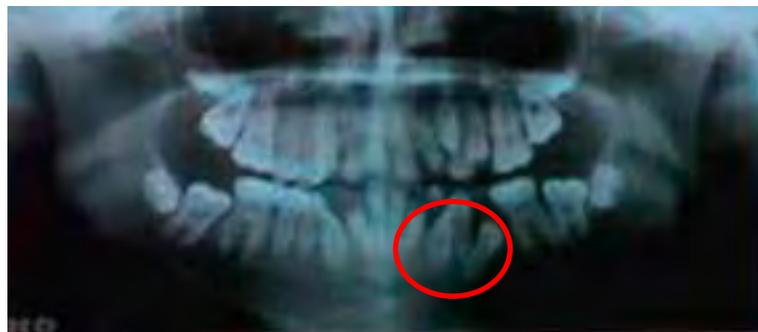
Ortopantomografía donde se observa presencia del diente 73 retenido. ¹²
